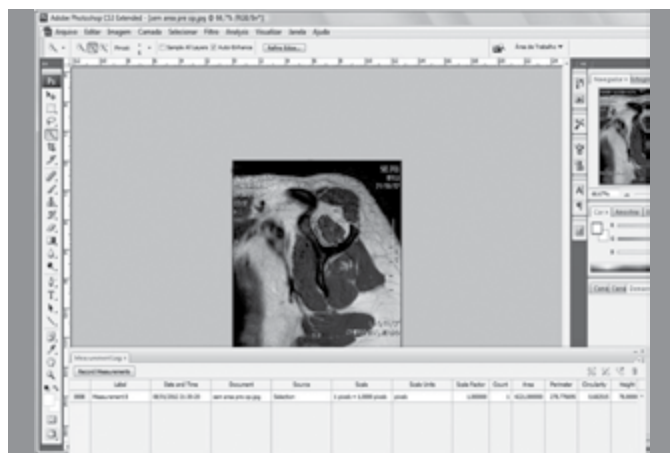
Corte de ressonância magnética sagital oblíqua T1: observa-se que a espinha da escápula está em continuidade com o corpo, formando um "Y".
